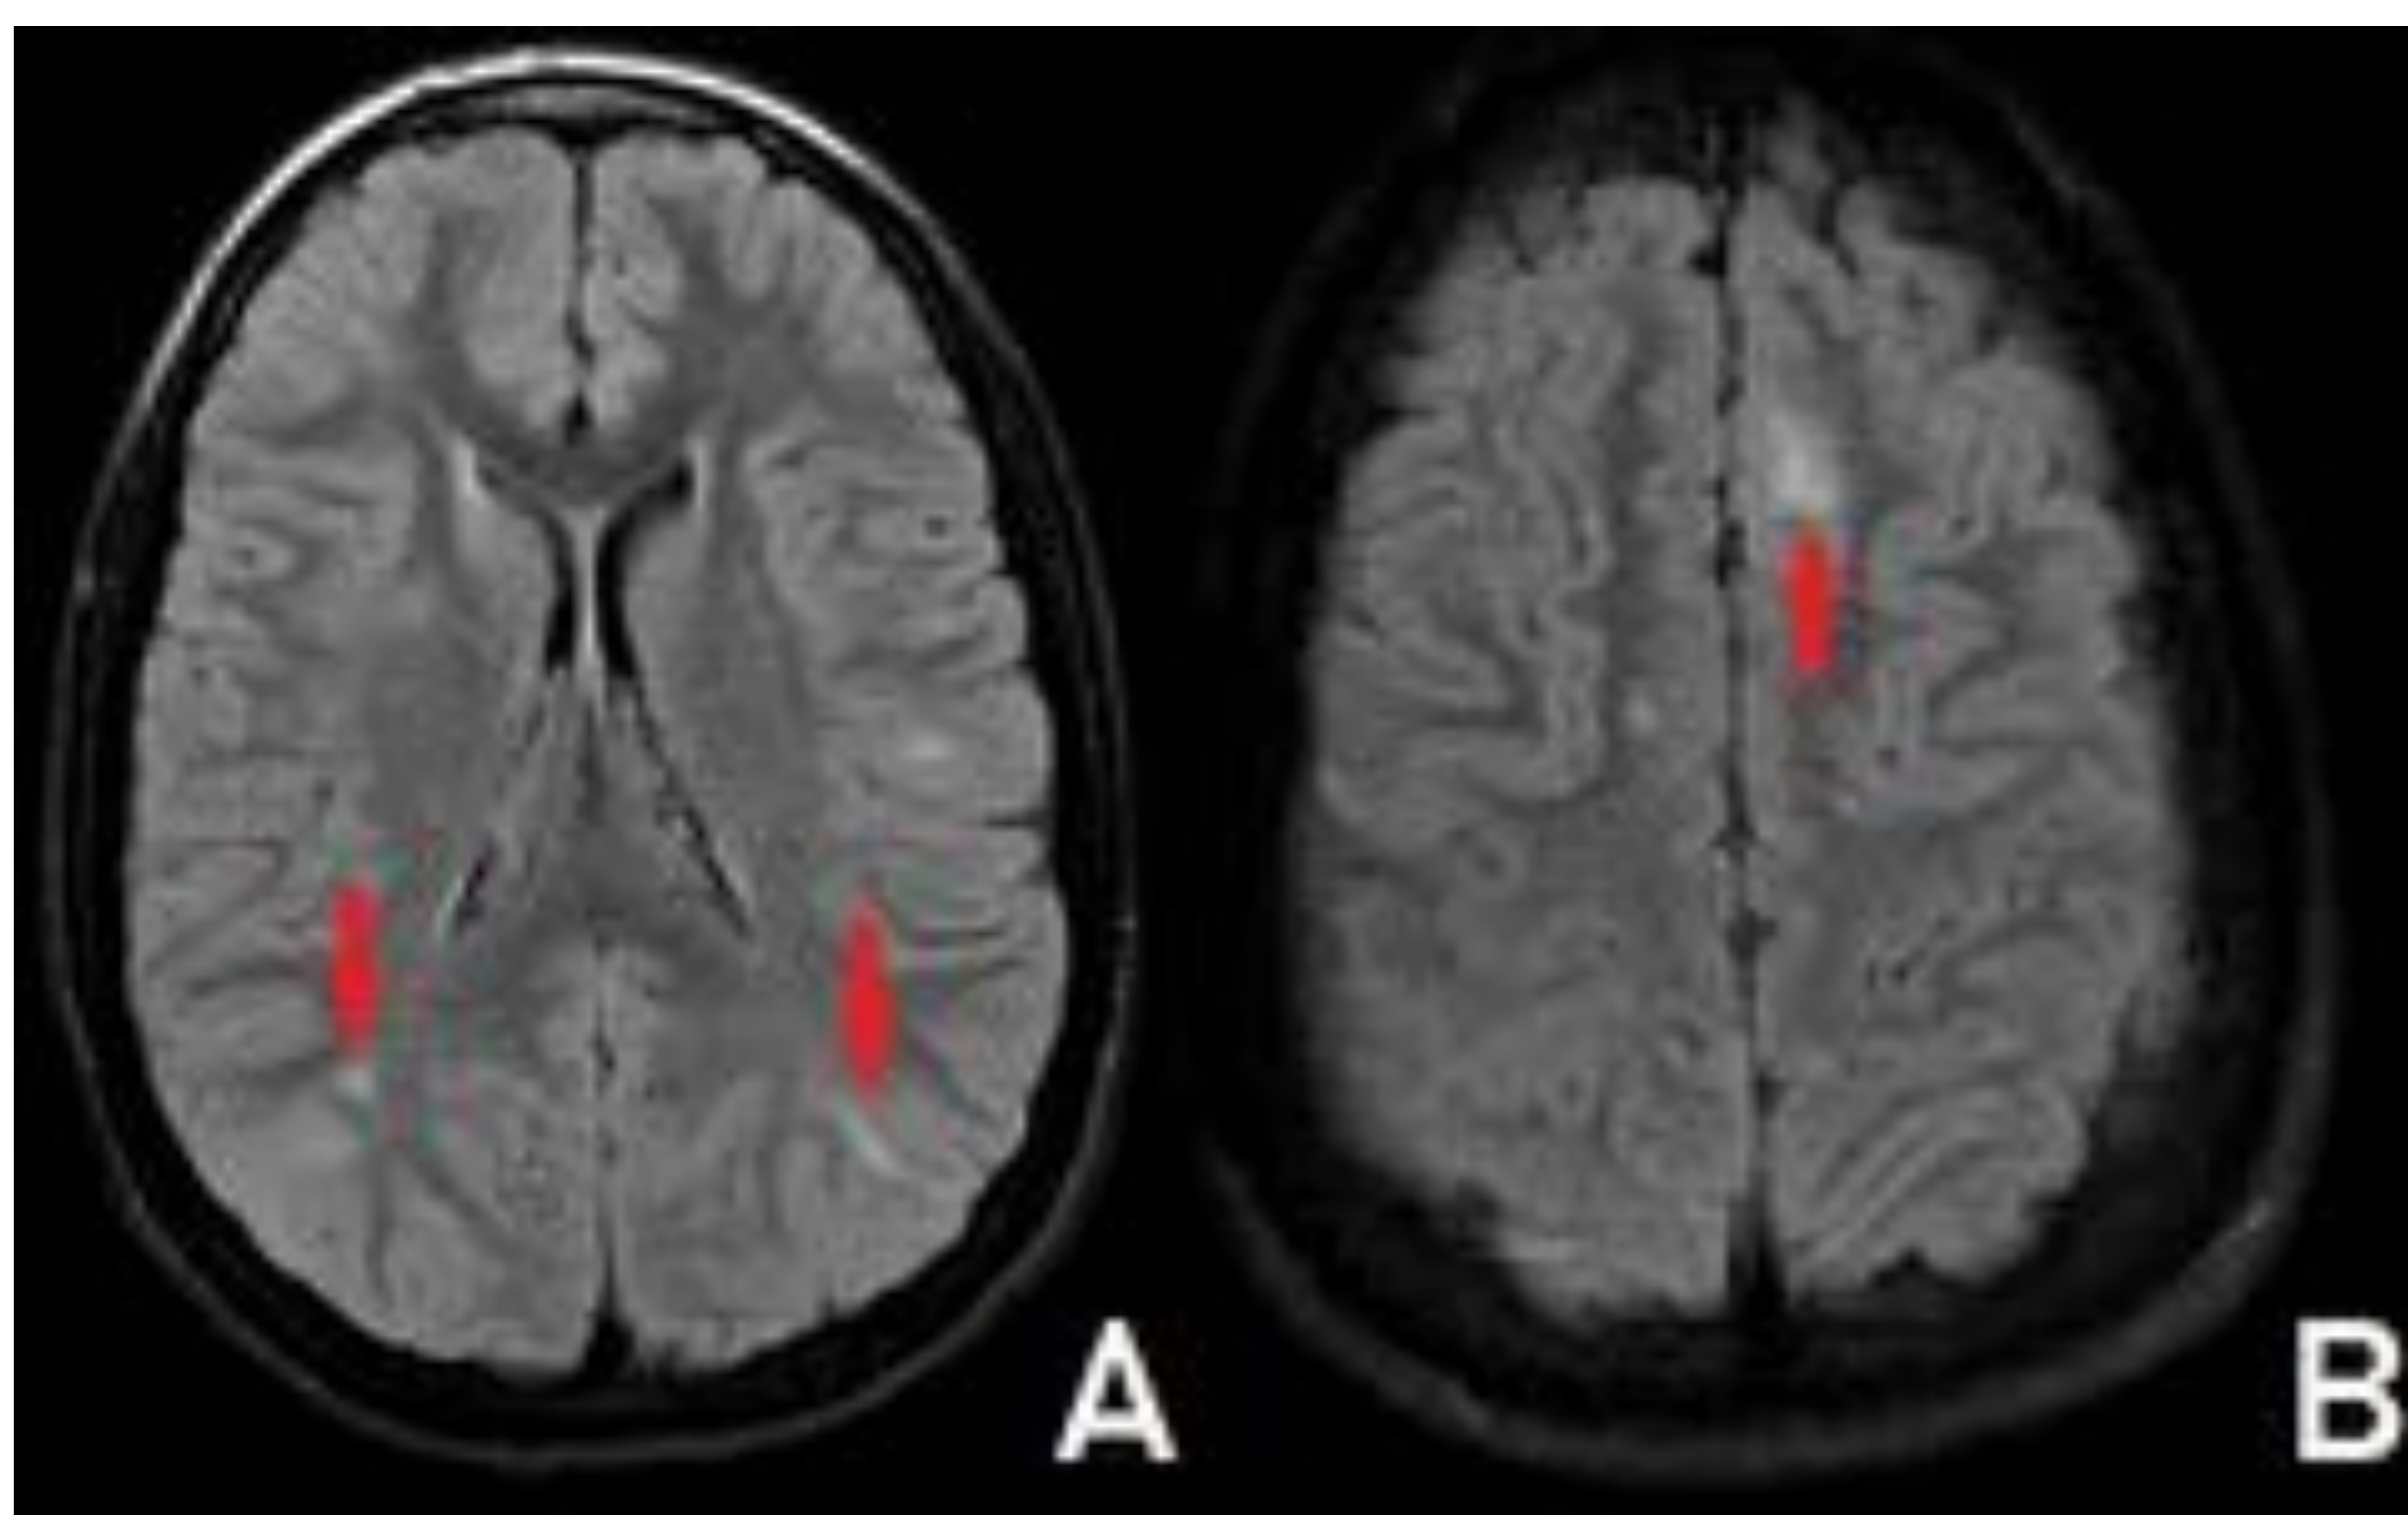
Lesiones hiperintensas córtico y subcorticales en secuencia FLAIR (flechas rojas) en un paciente con esclerosis tuberosa.
